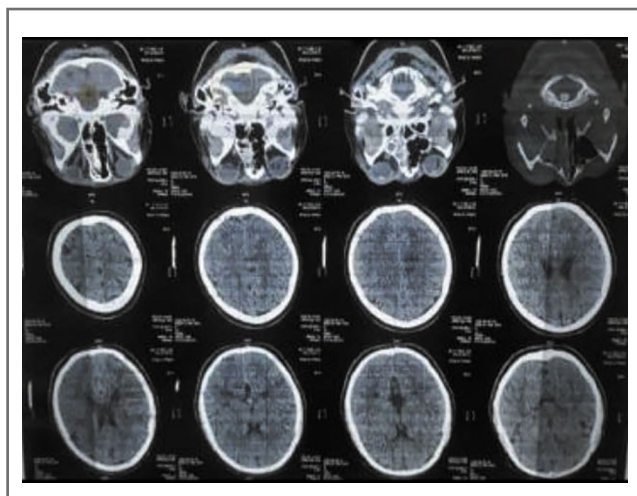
КТ головного мозга пациентки Ф. с COVID-19 и мукормикозом: отек мягких тканей парабубарной клетчатки; левосторонний верхнечелюстной синусит, этмоидит.
